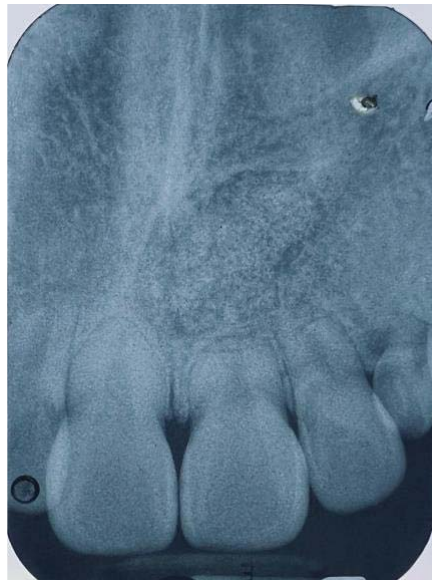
Radiografía periapical, dos años después de la intervención.
